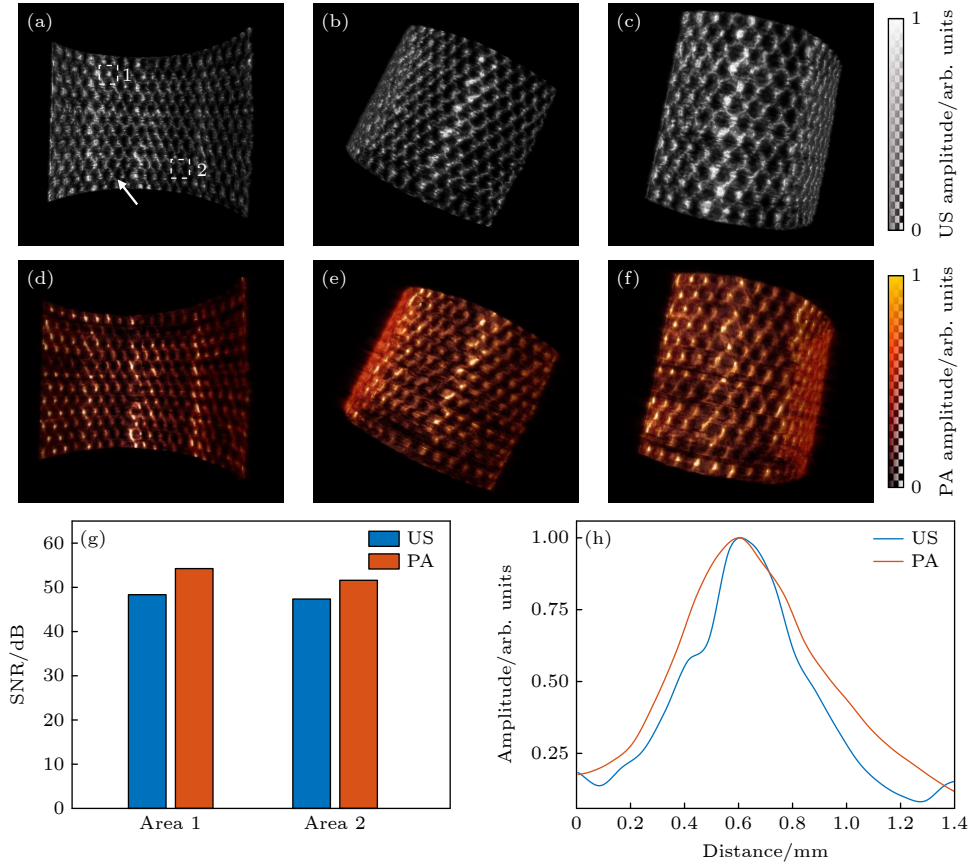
金属网格三维光声/超声成像实验结果 (a)–(c) 不同视角下金属网格的光声图像; (d)–(f) 相应的超声图像; (g) 不同区域的光声/超声图像的 PSNR; (h) 在光声/超声图像中提取的金属丝轮廓信号的横向分布
